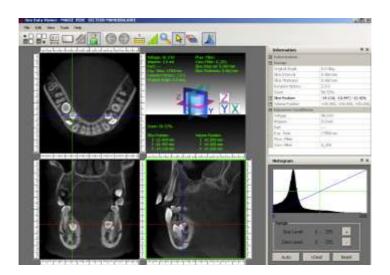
Tomographie volumique à faisceau conique initiale, 9/11/2009 (*Pr. M-P. FILLEUL, Dr. J. PREVOST*).
